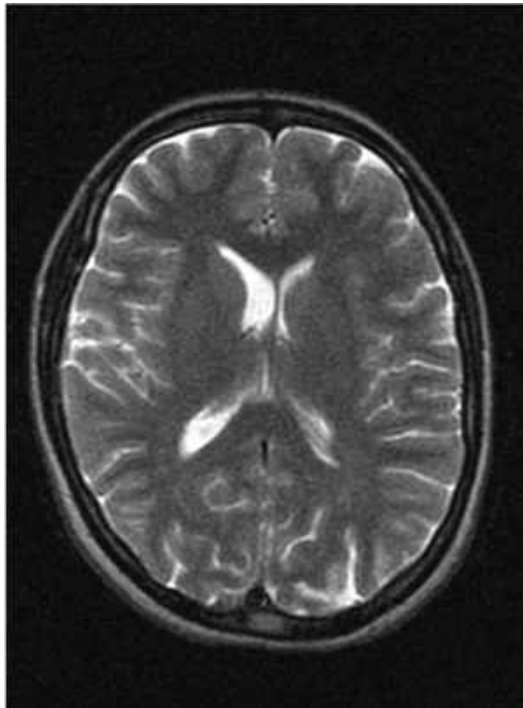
Клінічне спостереження №99. Пацієнт М-ін (амбулаторна карта №1325608). МРТ головного мозку. Т2 ЗЗ (аксіальна проекція). Асиметрія БШ (D>S).
